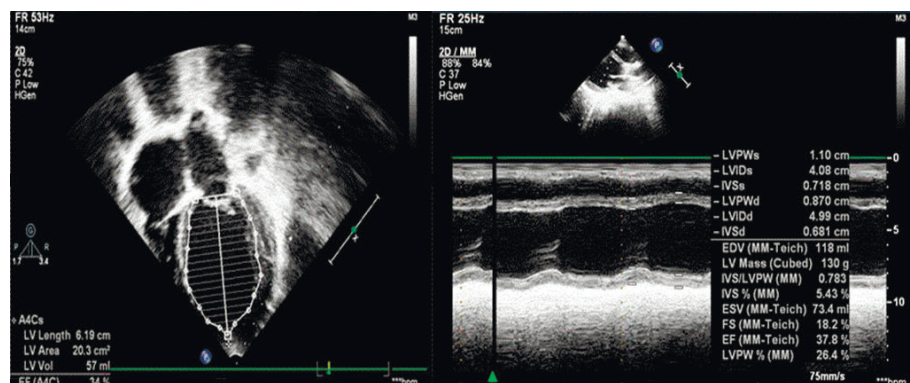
Данные эхокардиографии пациента А. через две недели после коррекции программы электрокардиостимулятора. Уменьшение размеров левых камер сердца и повышение фракции выброса левого желудочка.
